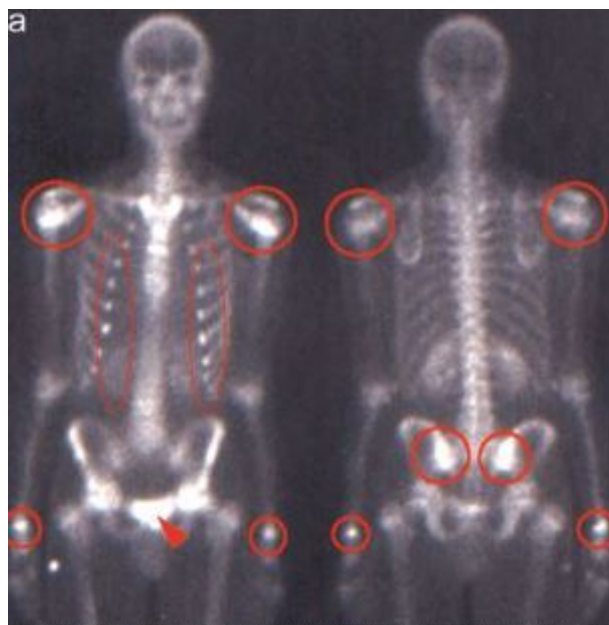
Сцинтиграфия (красными контурами обведены места наибольшего накопления препарата)
